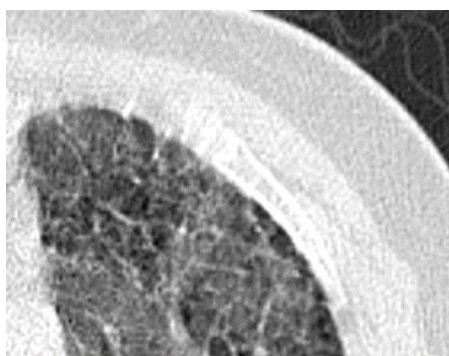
TDM thoracique en coupe axiale montre le crazy paving.
